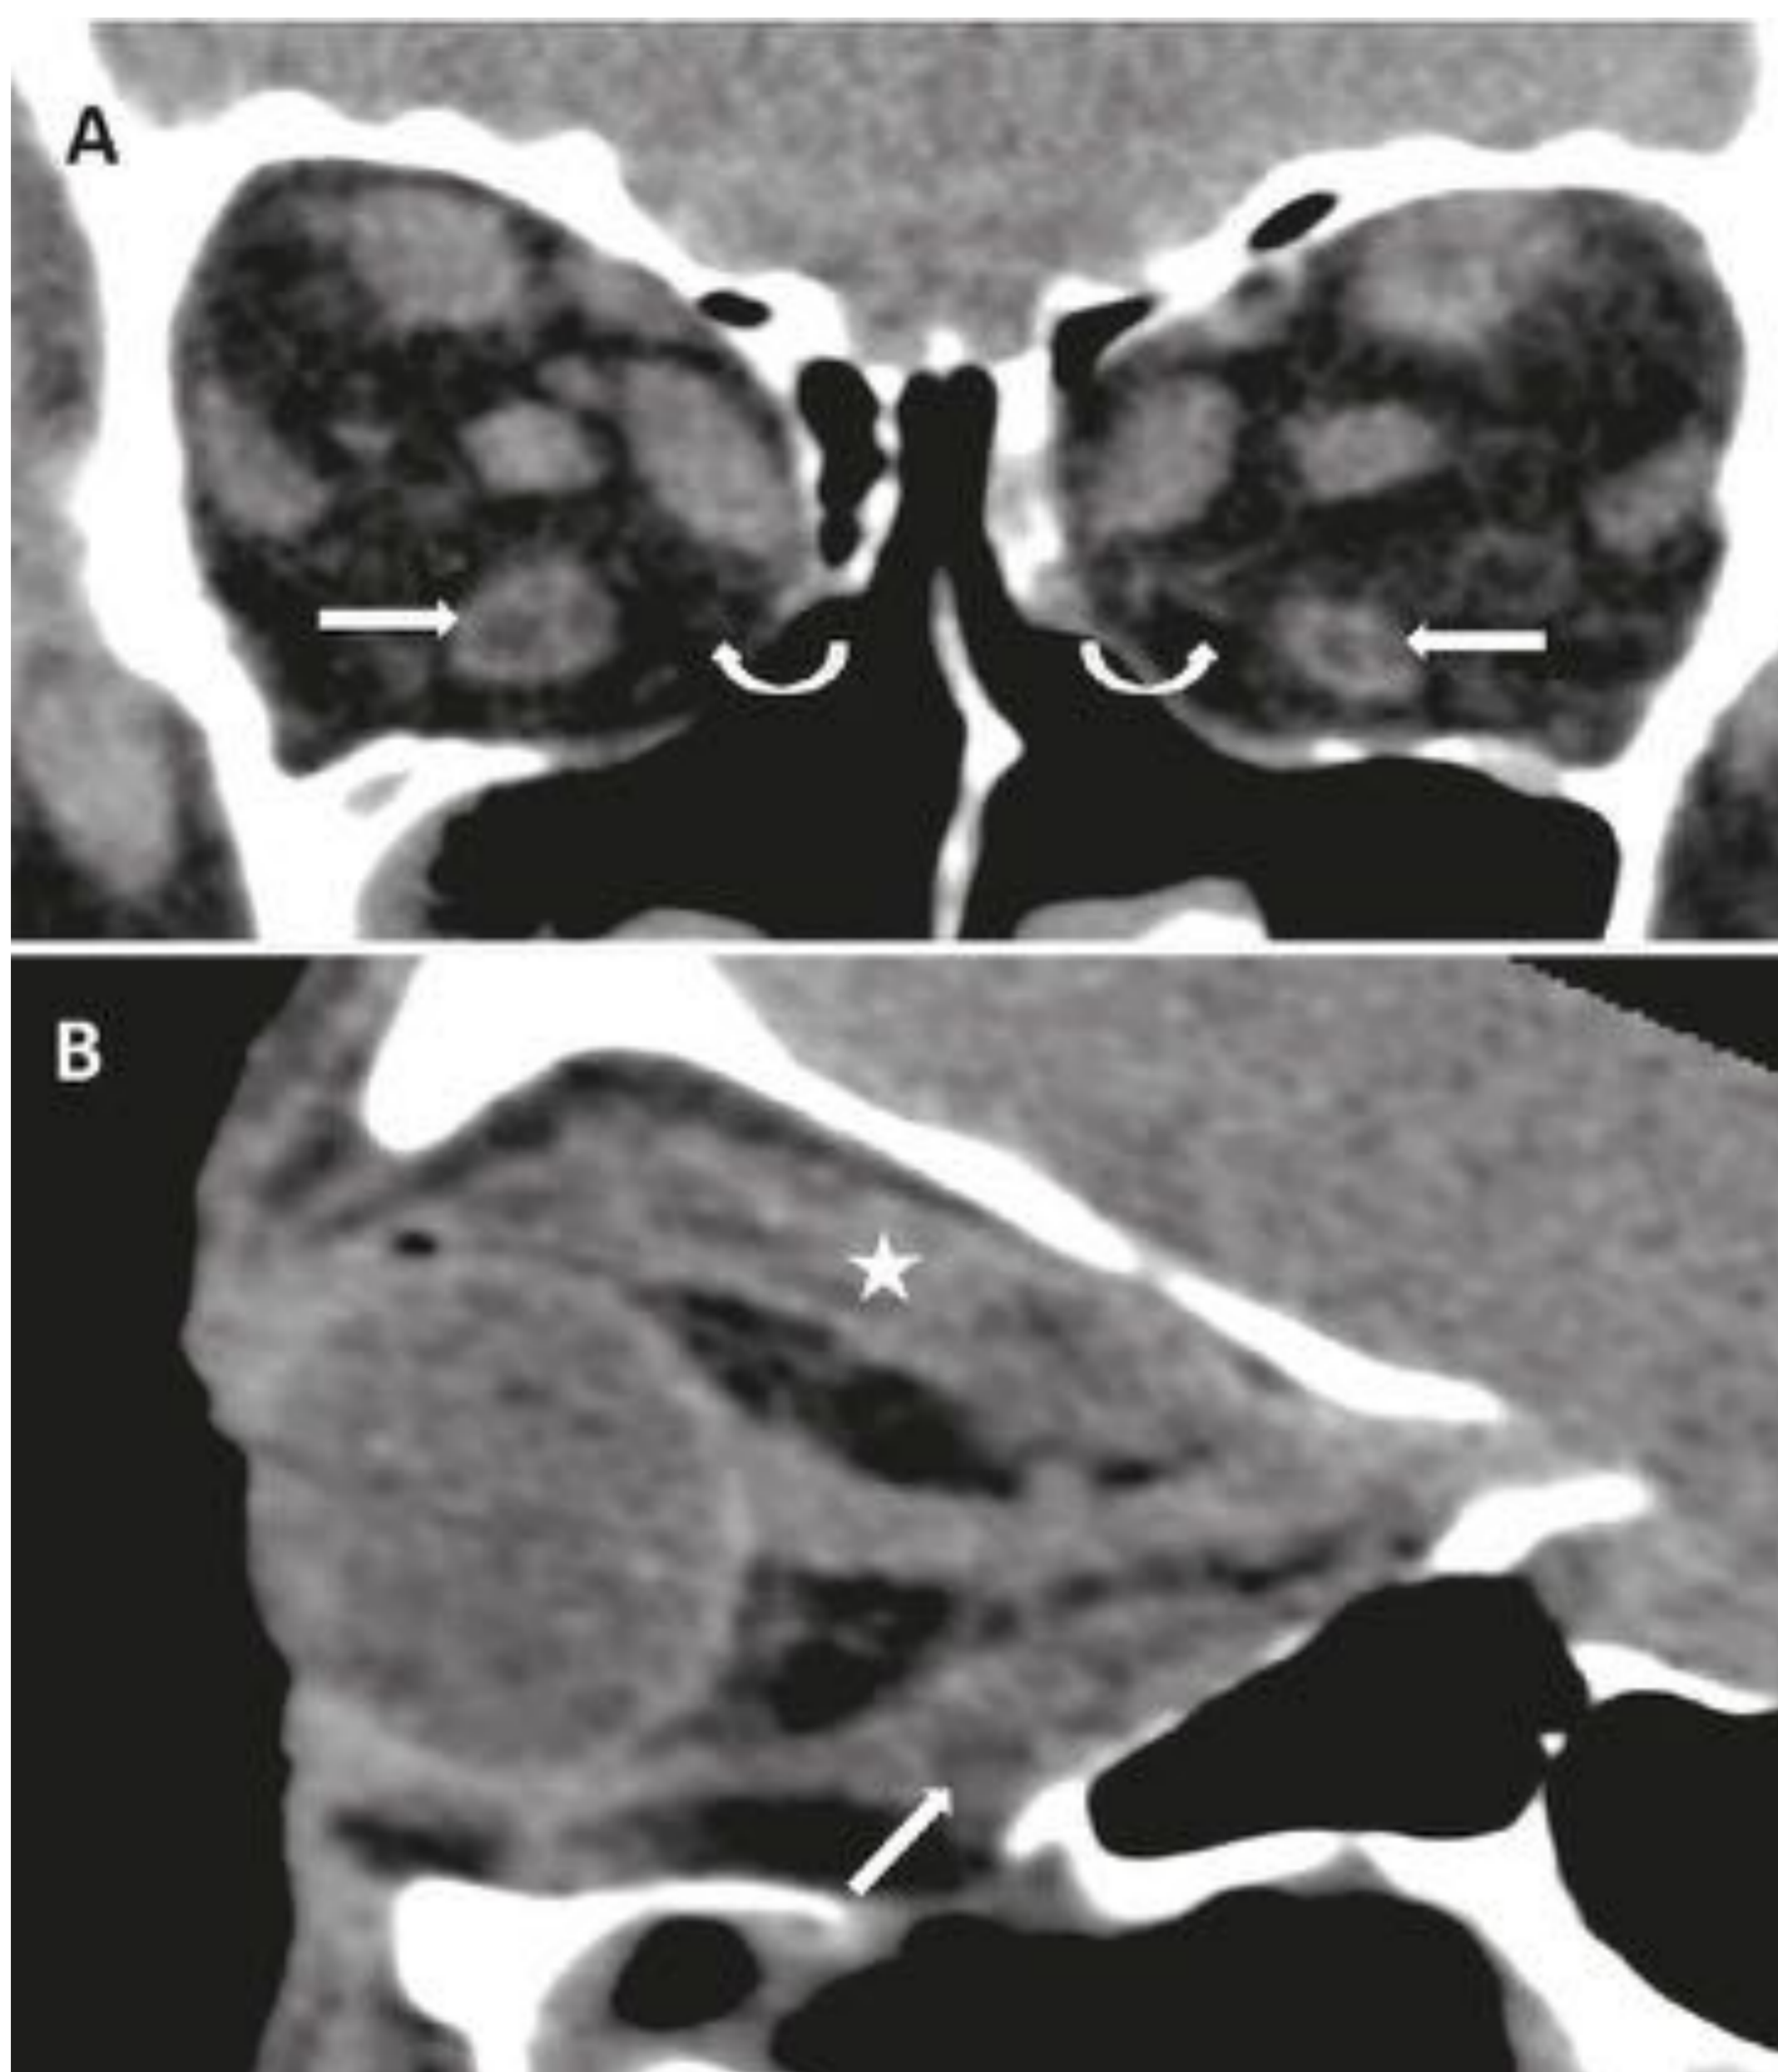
Hallazgos en TC de la OG en fase crónica o inactiva. TC coronal (A) y sagital (B) sin contraste. Adelgazamiento bilateral de ambos rectos inferiores en comparación con el resto de la musculatura extrínseca con presencia de áreas hipodensas en su interior, de atenuación similar al resto de la grasa orbitaria, en relación con infiltración grasa (flechas). La proyección sagital (B) muestra también infiltración grasa del músculo recto superior (asterisco). Persistencia del aumento de volumen de la grasa orbitaria a pesar de la cronicidad y remodelación de la pared orbital medial (flechas curvas).
